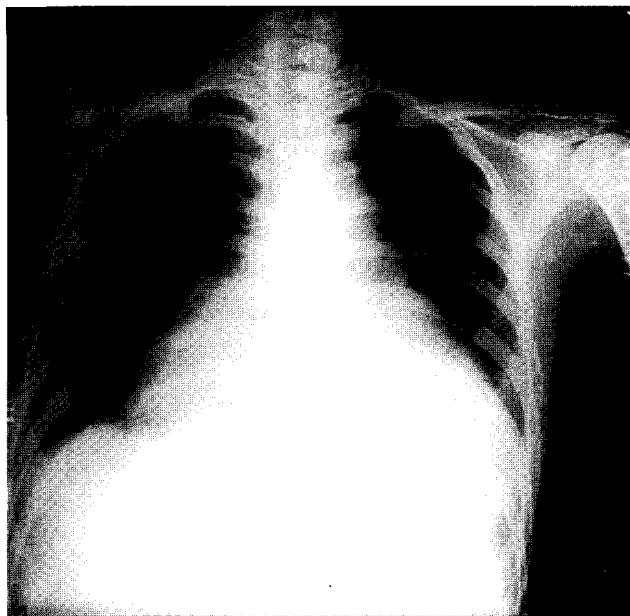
Preoperative Chest X-Ray : Cardiomegaly and pulmonary edema
